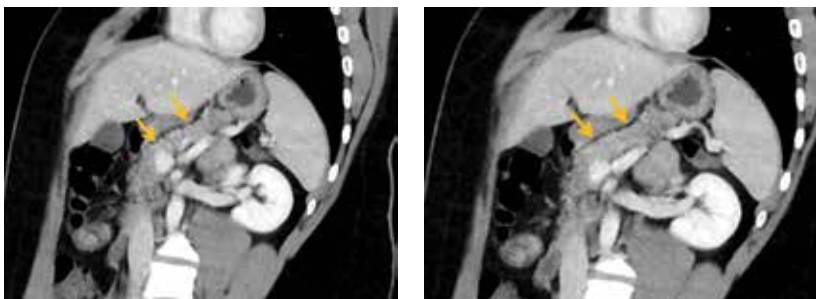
Пациент М., 20 лет. Компьютерная томография органов брюшной полости: искривленная сагиттальная плоскость, венозная фаза. Способ реконструкции average, 4 мм
